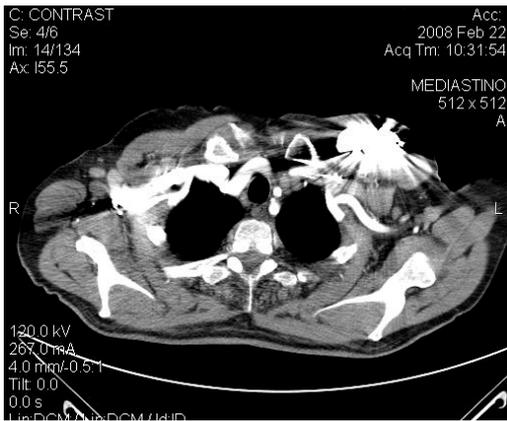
(caso 1)- TC torace mostra linfonodi tumefatti mediastino e ascella dx
